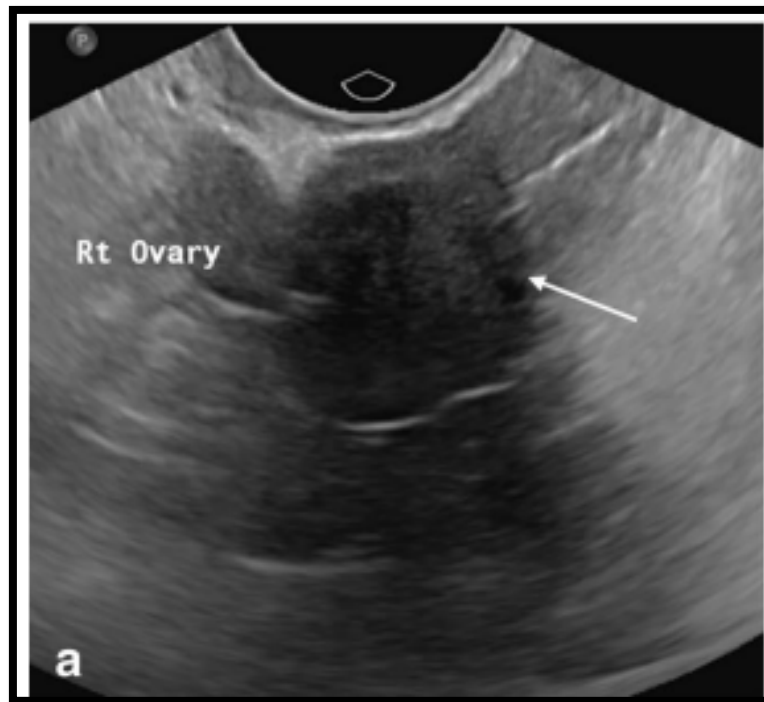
Une femme de 65 ans avec un fibrome ovarien. L'image échographique du pelvis (a) montre une masse solide hypoéchogène de l'ovaire droit.(89)
